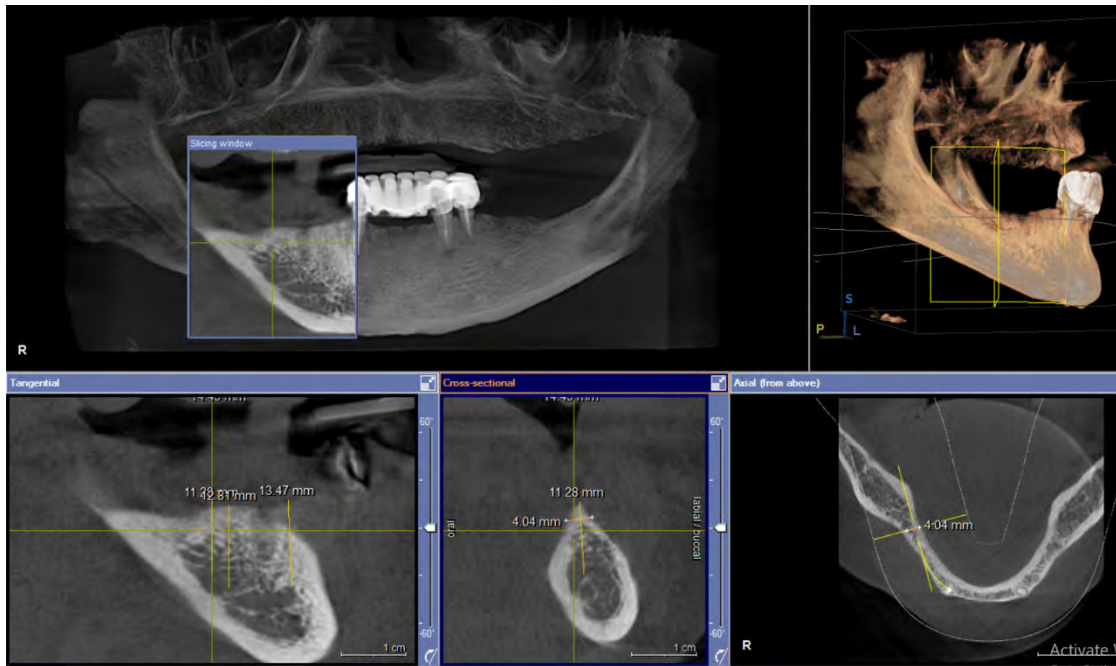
Prerje e CBCT dhe distancat në zonën distale mandibulare djathtas.
